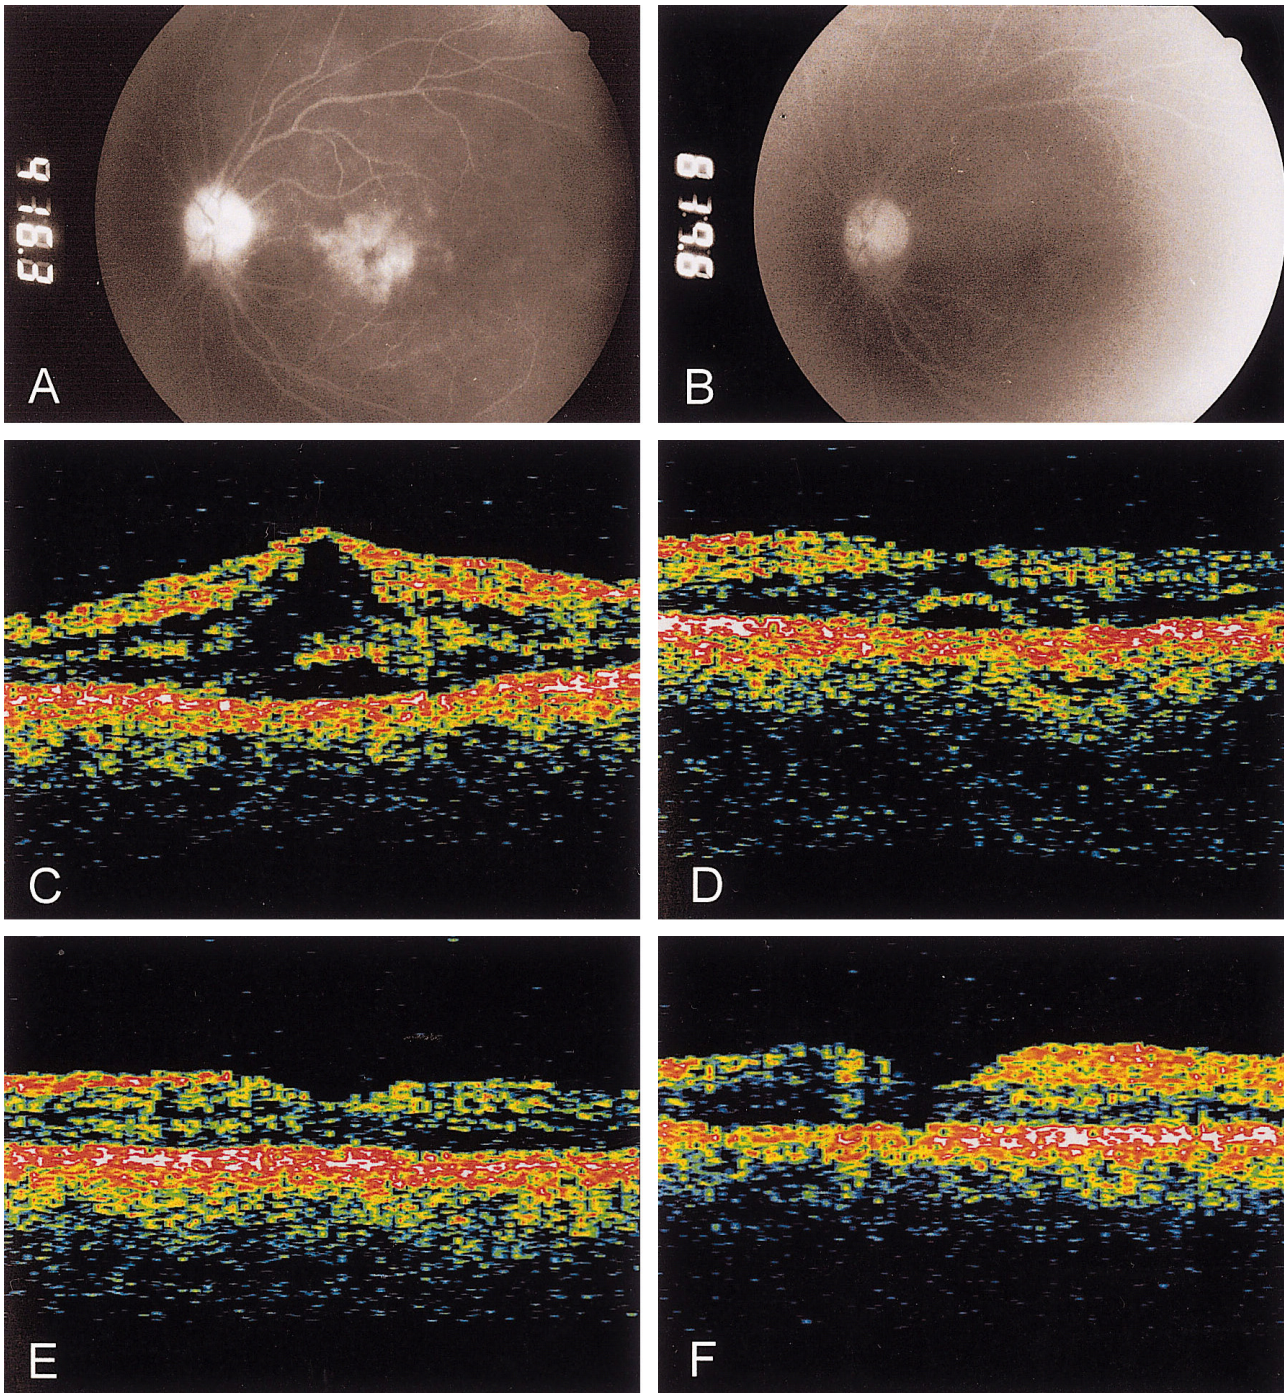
Case 2, pretreatment and posttreatment images of fluorescein angiography (FAG) and optical coherence tomography scans (OCT). (A) Pretreatment FAG. (B) FAG at 1 month after intravitreal triamcinolone injection; cystoid macular edema was disappeared. (C) Pretreatment OCT. (D) OCT at 1 week after intravitreal triamcinolone injection. (E) OCT at 1 month after intravitreal triamcinolone injection. (F) OCT at 12 months after intravitreal triamcinolone injection.
